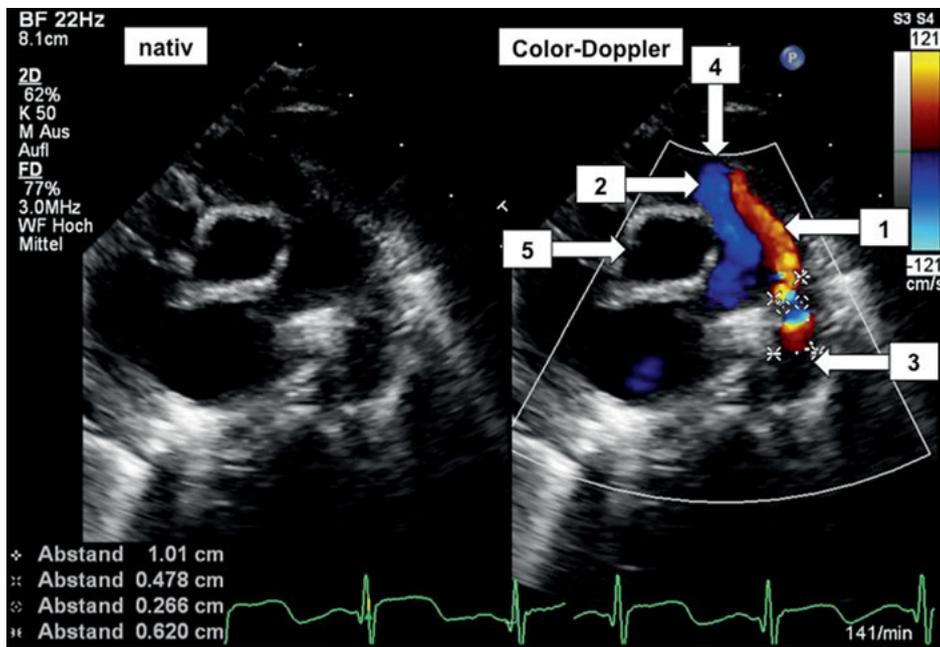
Echokardiografische Darstellung eines offenen Ductus Botalli, linksseitig B-Bild, auf der rechten Seite mittels Farbdoppler dargestellter Blutfluss (die mit „Kreuzchen“ markierte Strecke ist die Länge des persistierenden Ductus Botalli, der Abstand zwischen den Markierungen entspricht der relativen Breite). (1) Retrograder Ductusfluss aus der descendierenden Aorta (in Rot) zur Pulmonalklappe hin gerichtet; (2) Antegrader Blutfluss aus der Arteria pulmonalis (in Blau) in Richtung Pulmonalisbifurkation; (3) Aorta descendens; (4) Pulmonalklappenlevel; (5) Echokardiografisch quer angeschnittene Aorta ascendens.
